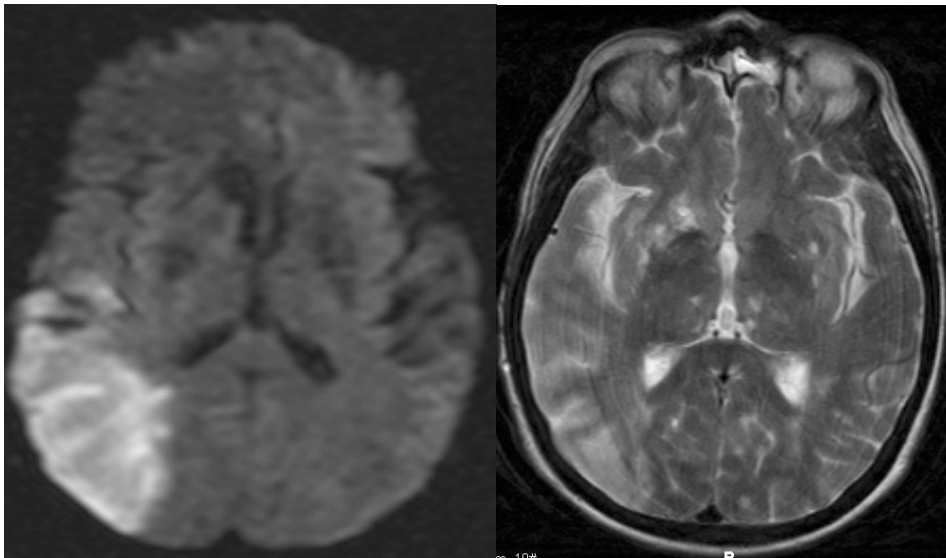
DWI und T2-Sequenz zeigen einen Teil-Infarkt im Stromgebiet der ACM.
